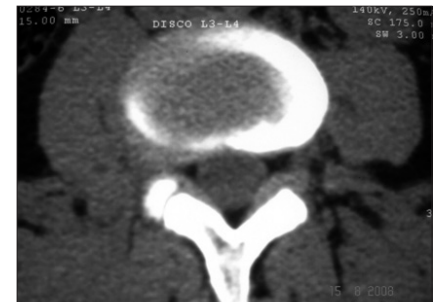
Tomografía computada, mujer 40 años, hernia discal L3-L4 extraforaminal derecha.
